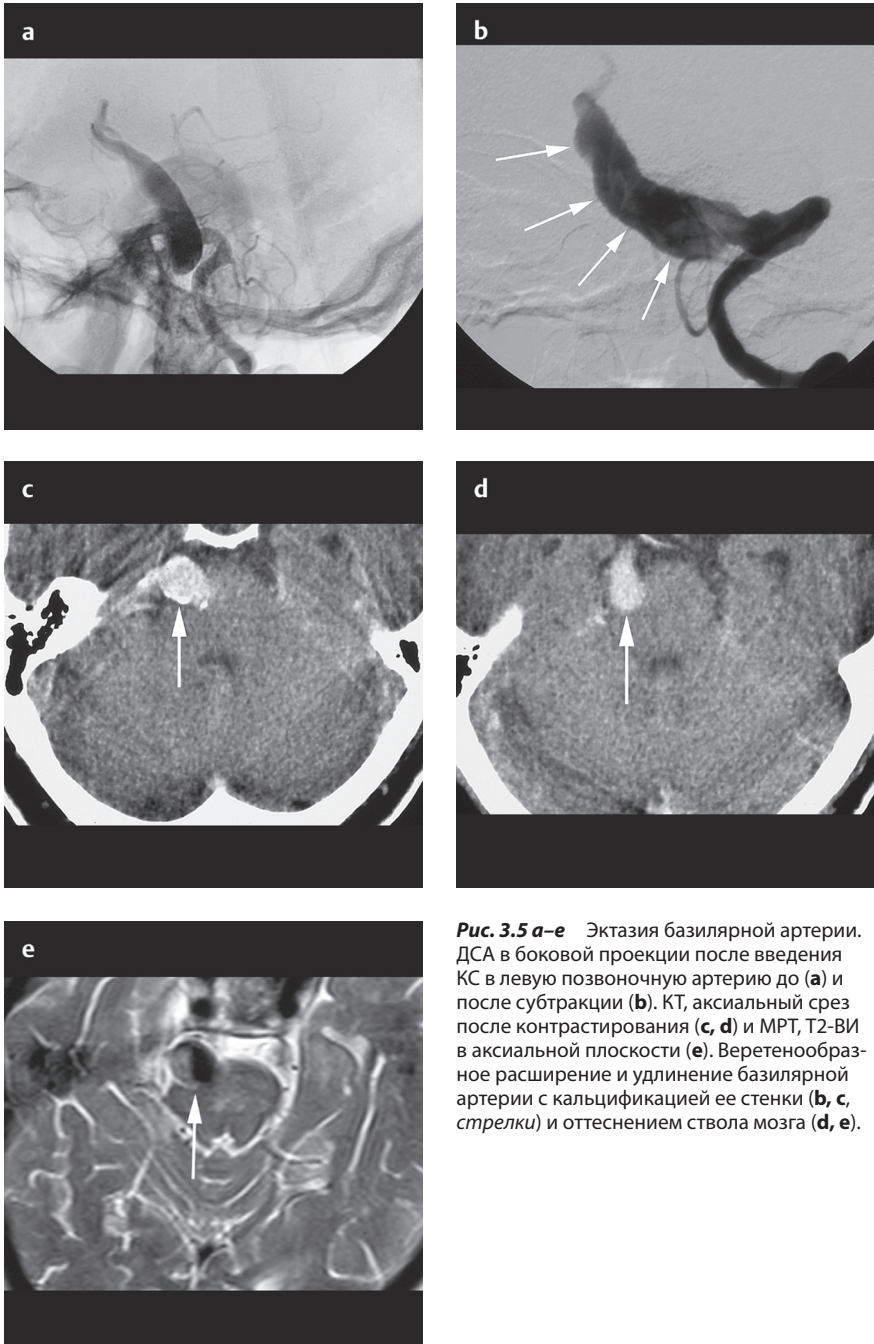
а–е Эктазия базилярной артерии. ДСА в боковой проекции после введения КС в левую позвоночную артерию до (а) и после субтракции (б). КТ, аксиальный срез после контрастирования (с, d) и МРТ, T2-ВИ в аксиальной плоскости (е). Веретенообразное расширение и удлинение базилярной артерии с кальцификацией ее стенки (б, с, стрелки) и оттеснением ствола мозга (d, е).
